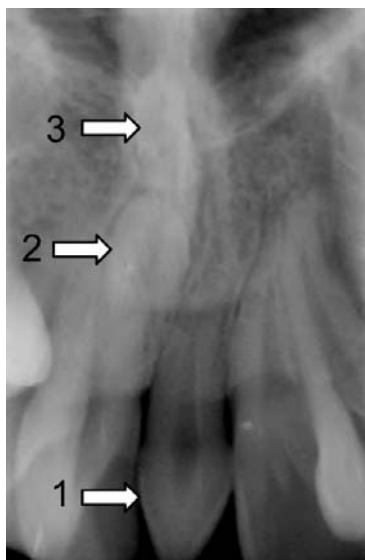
Periapical radiograph showing erupted mesiodens (arrow 1) and two supernumerary teeth (arrow 2, 3).
